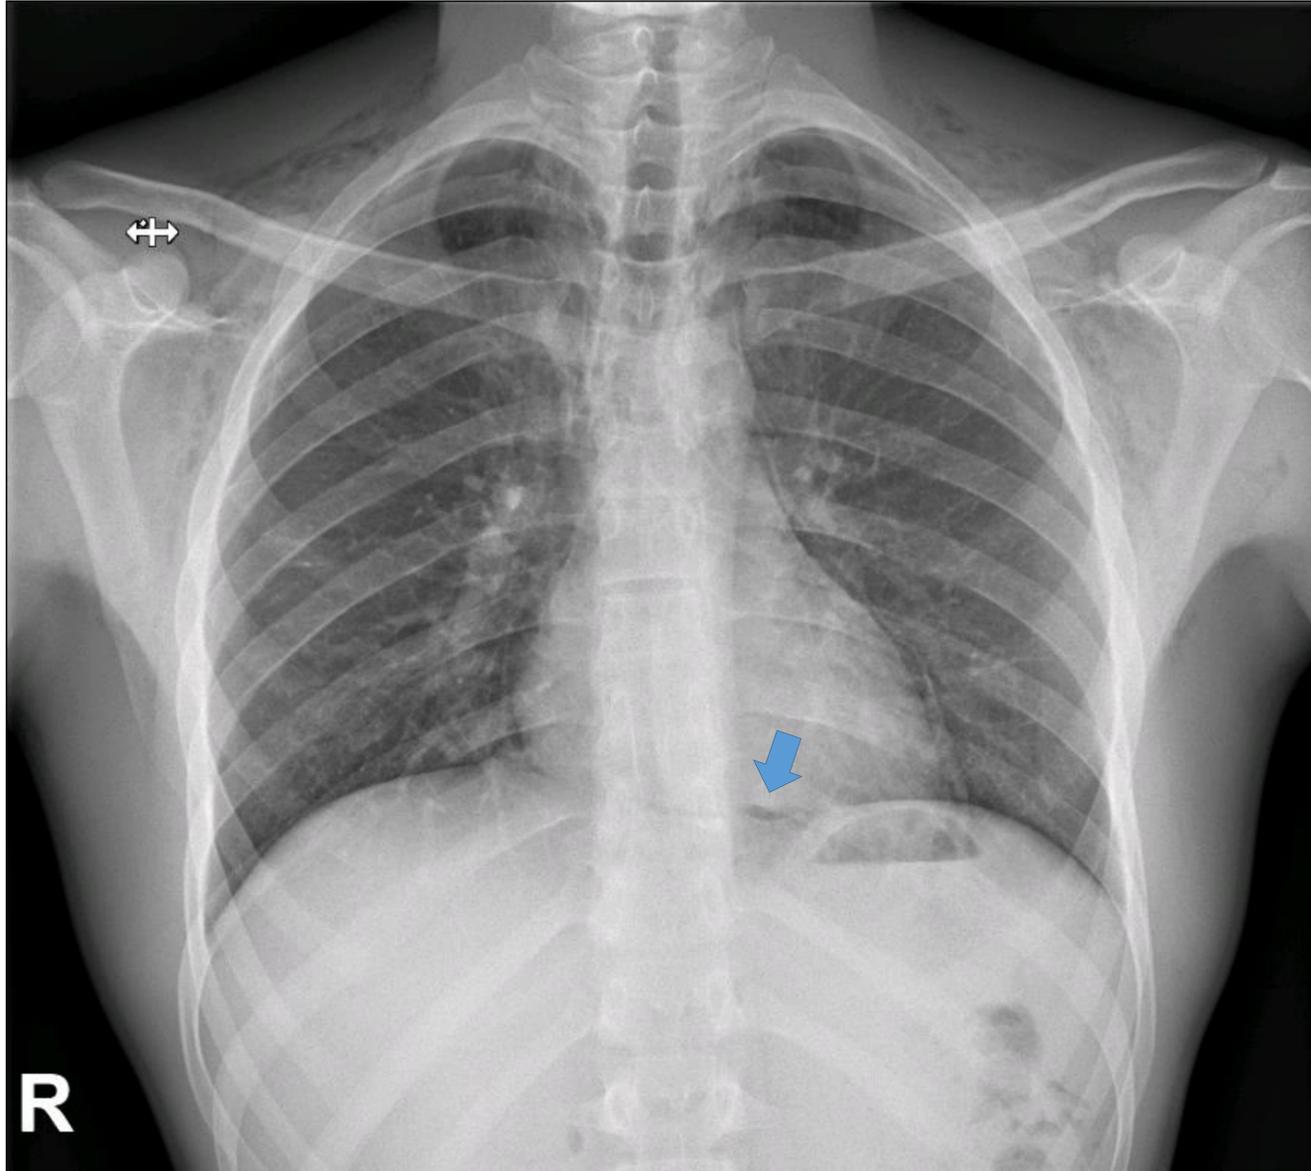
Radiografía de tórax portátil en proyección AP. Entre otros signos radiológicos de neumomediastino destaca la presencia del signo del diafragma continuo (flecha azul)
